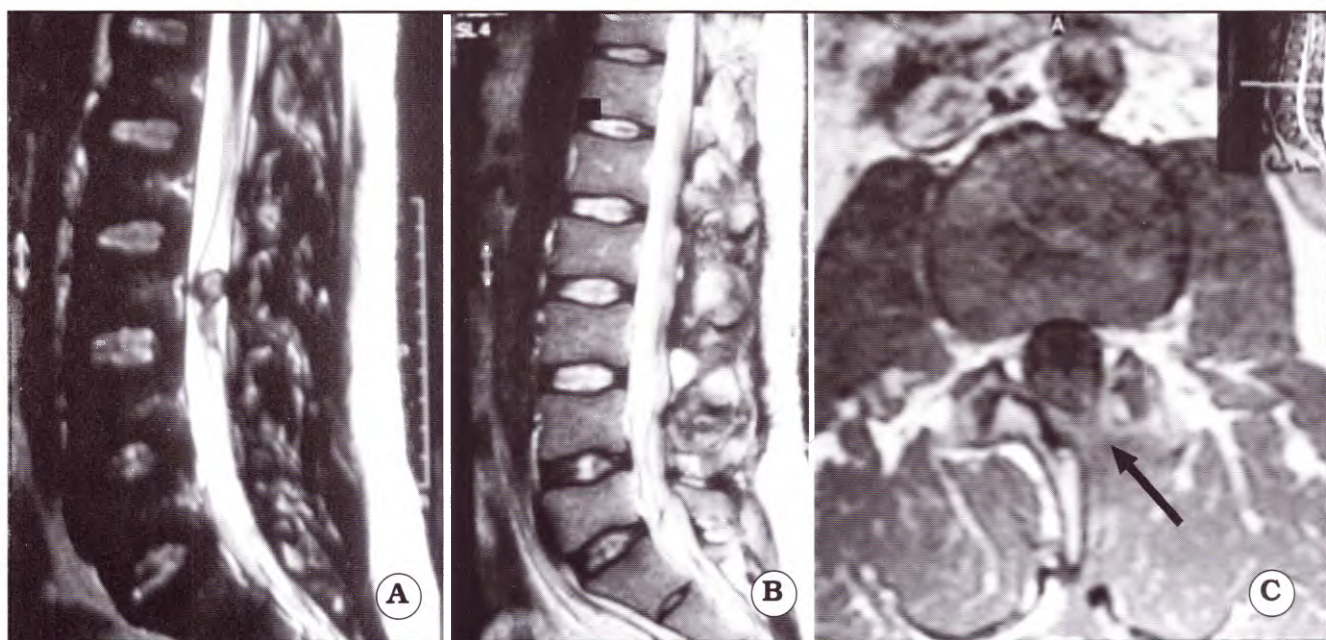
Caso n° 2, IRM. A. Sagital ponderada en T2 que muestra el tumor. B. Sagital ponderada en T2 que muestra el control postoperatorio. C. Axial ponderada en T1 que muestra el tamaño de la apertura (flecha).
